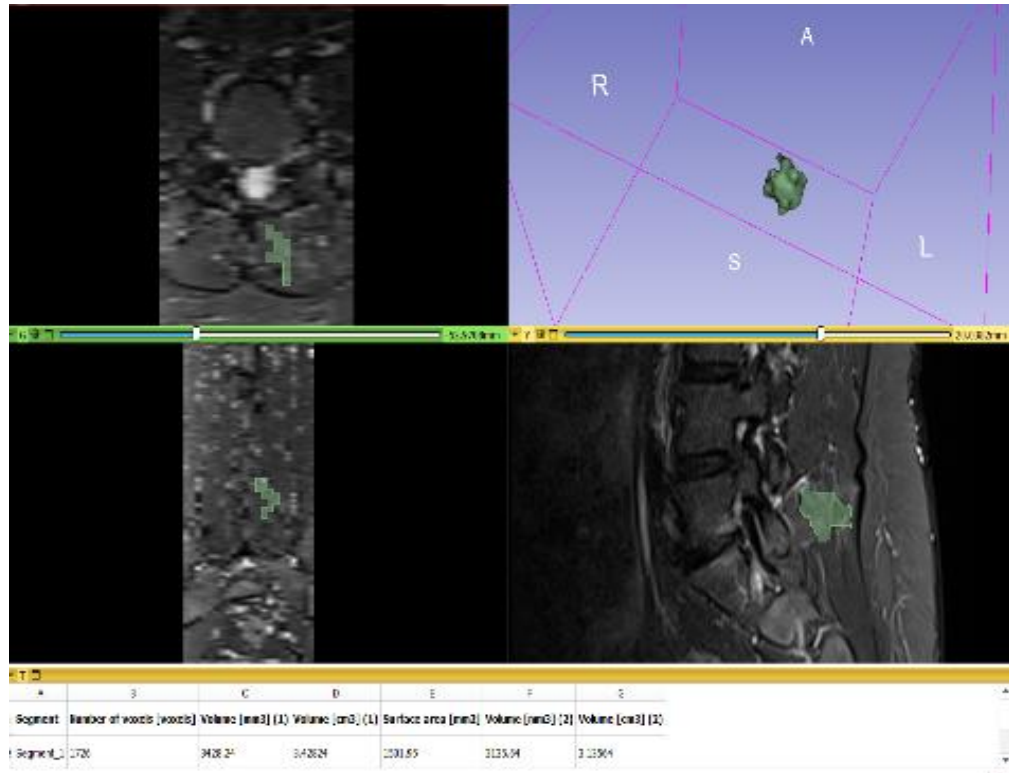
Приклад вимірювання об'єму рубця з використанням програмного забезпечення для аналізу зображень – 3D Slicer за даними МРТ (1.5 Тл), із використанням стандартних послідовностей (T1WI, T2WI) та FS/STIR в 3 проекціях.
